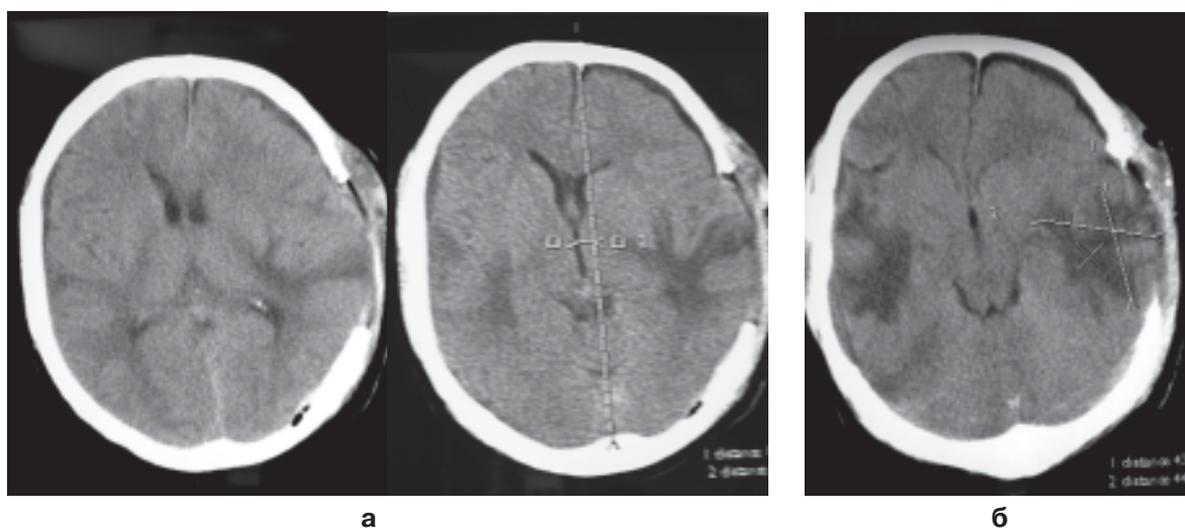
КТ больного М. После удаления субдуральной гематомы а) на 3 сутки — очаги 1 вида на стороне гематомы; б) на 8 сутки — «проявившиеся» очаги на противоположной стороне.
